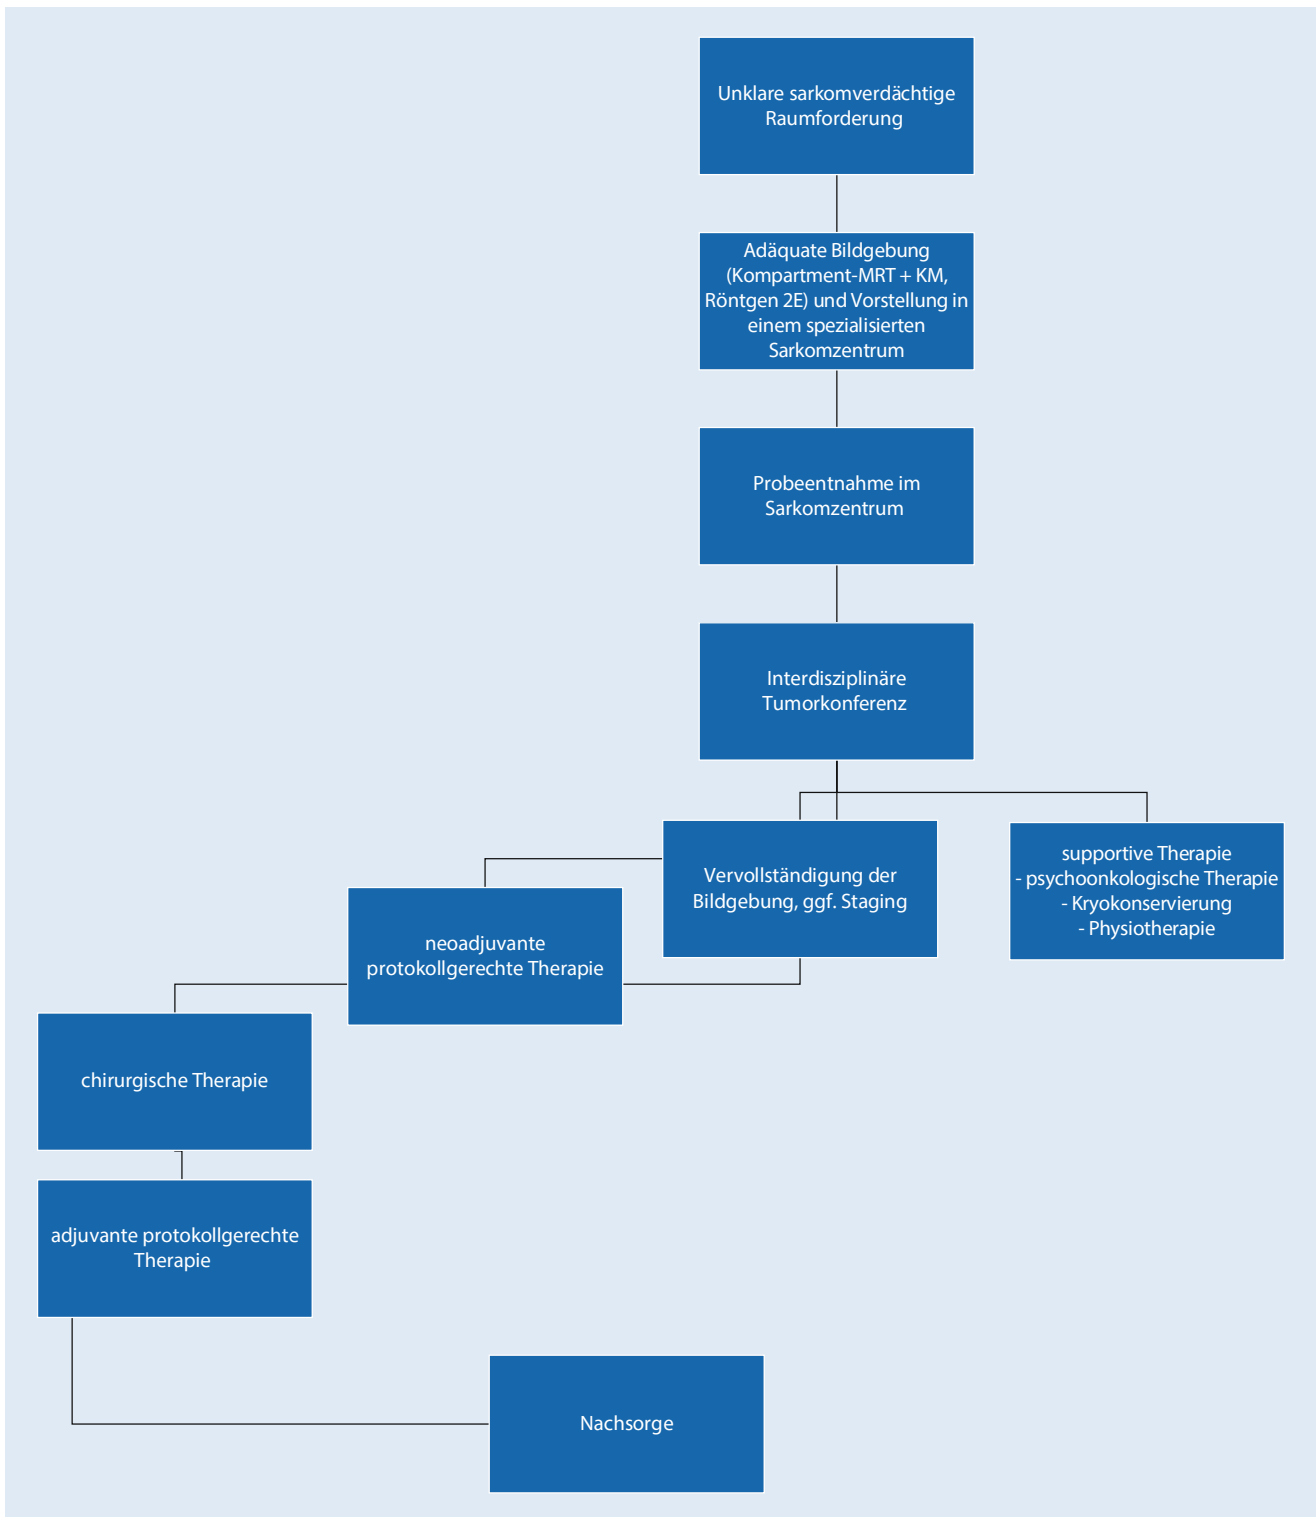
▲ Behandlungsleitfaden für Sarkome. 2E 2 Ebenen, KM Kontrastmittel, MRT Magnetresonanztomographie
